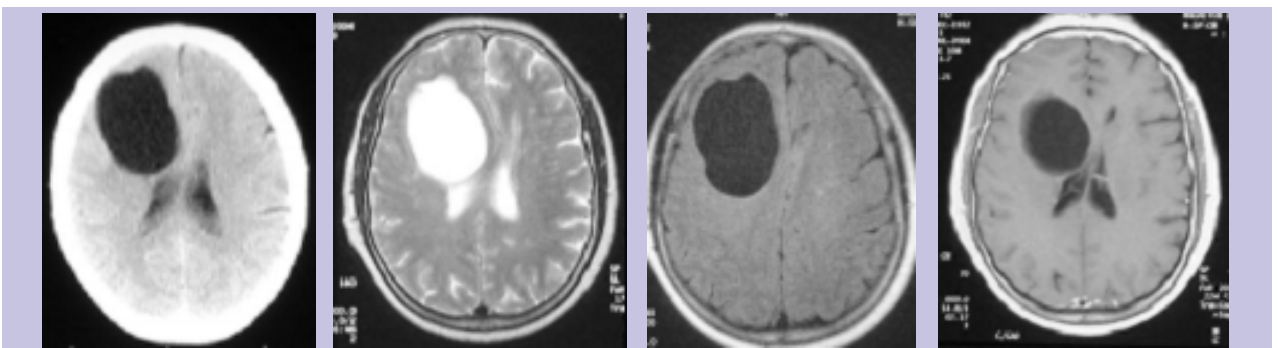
TC CE e RMN CE (axial T2, FLAIR, T1 GAD)- lesão com conteúdo homogêneo, densidade e sinal igual ao liquor em todas as ponderações, suprimindo em FLAIR e não evidenciando realce após administração de Gadolínio; efeito de massa (moldagem do ventrículo lateral direito e desvio da linha média).
